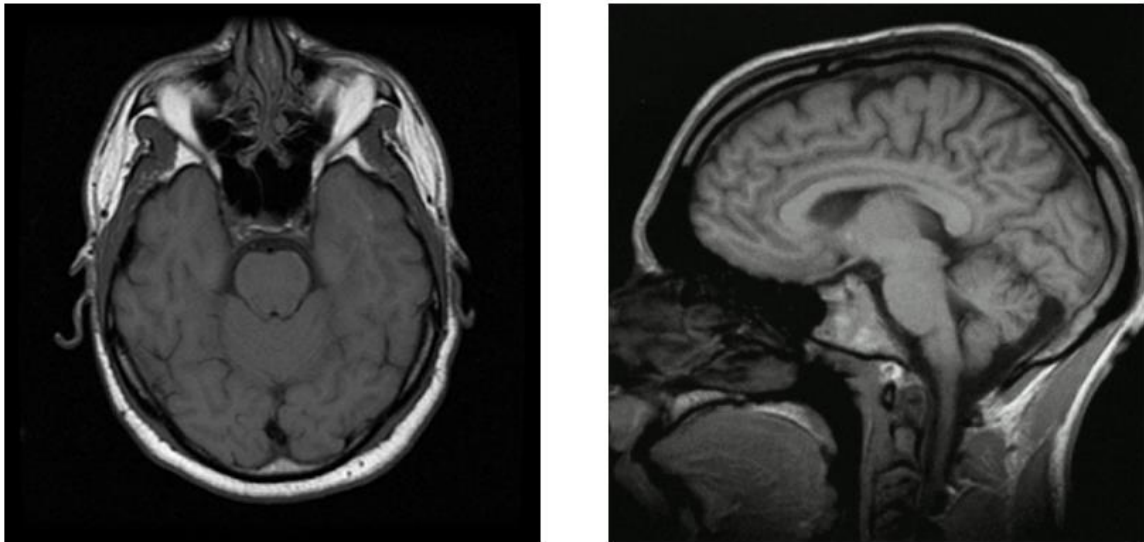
Imagens da RM [41].
